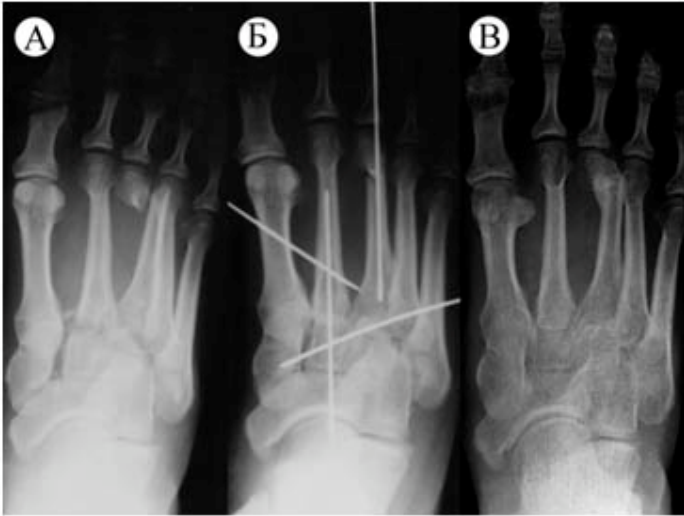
Рентгенограммы пациента С., 26 лет: А – при поступлении; Б – после репозиции и фиксации спицами; В – через 6 месяцев после операции
